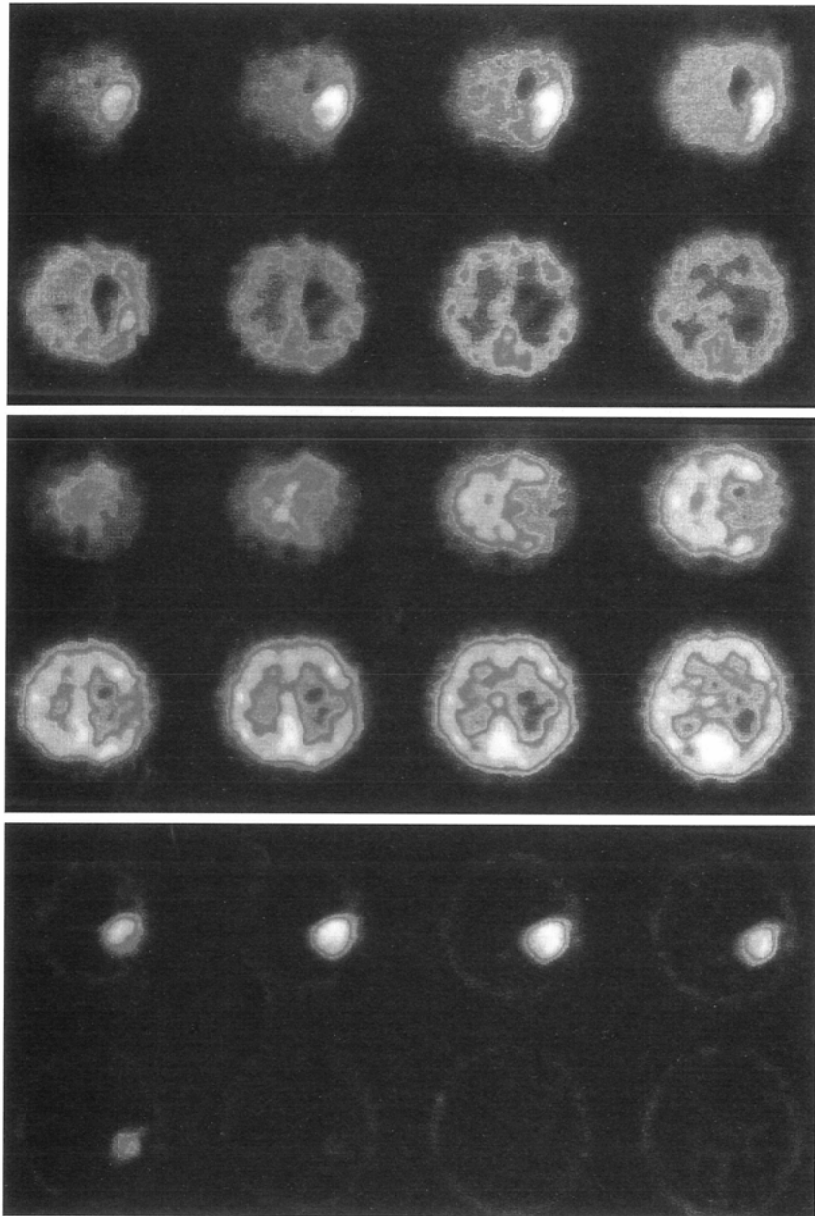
A. 62 year-old male (case 3). Meningioma (meningotheliomatous). Dynamic ^{99m}Tc -ECD SPECT shows marked uptake at the left parietal lobe (upper). L/N ratio was 3.2. However, decreased uptake was seen with static ECD (middle). ^{201}Tl SPECT shows marked uptake at the left parietal lobe (low). L/N ratio was 9.3.
